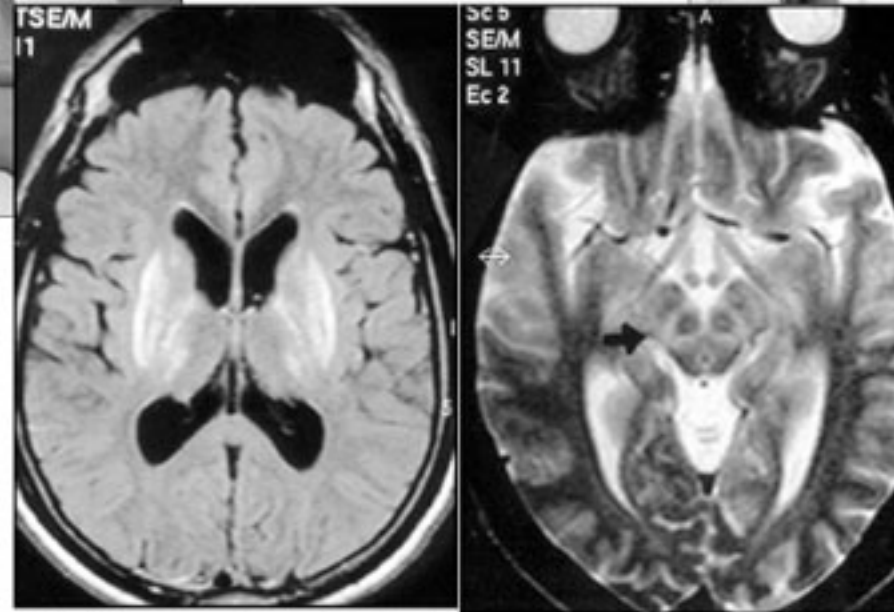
RM ponderada em T2, em secção axial, mostra hiperintensidade de sinal nos gânglios da base e tálamo.
